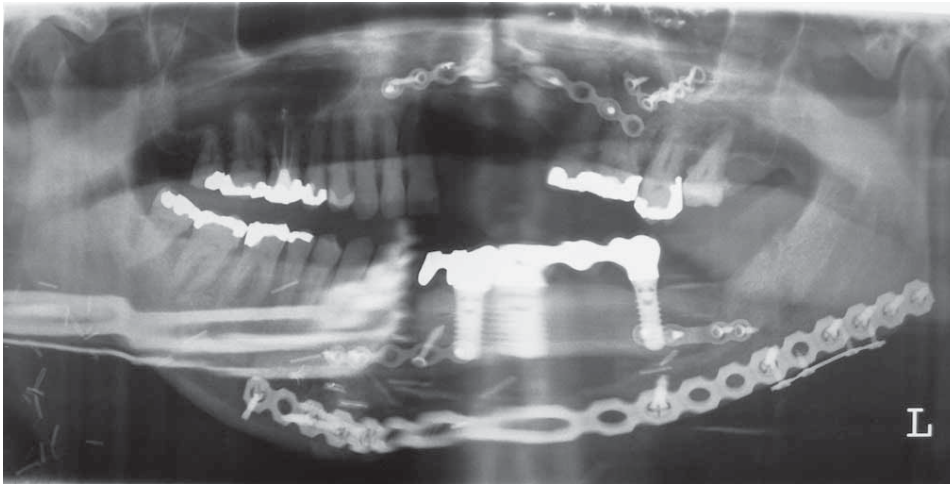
Panoramaschichtaufnahme der Ausgangssituation – die multiplen Osteosyntheseklatten zur Rekonstruktion des Mittelgesichts und der Mandibula waren erkennbar und bildeten besonders im dritten Quadranten röntgenologische Artefakte.
